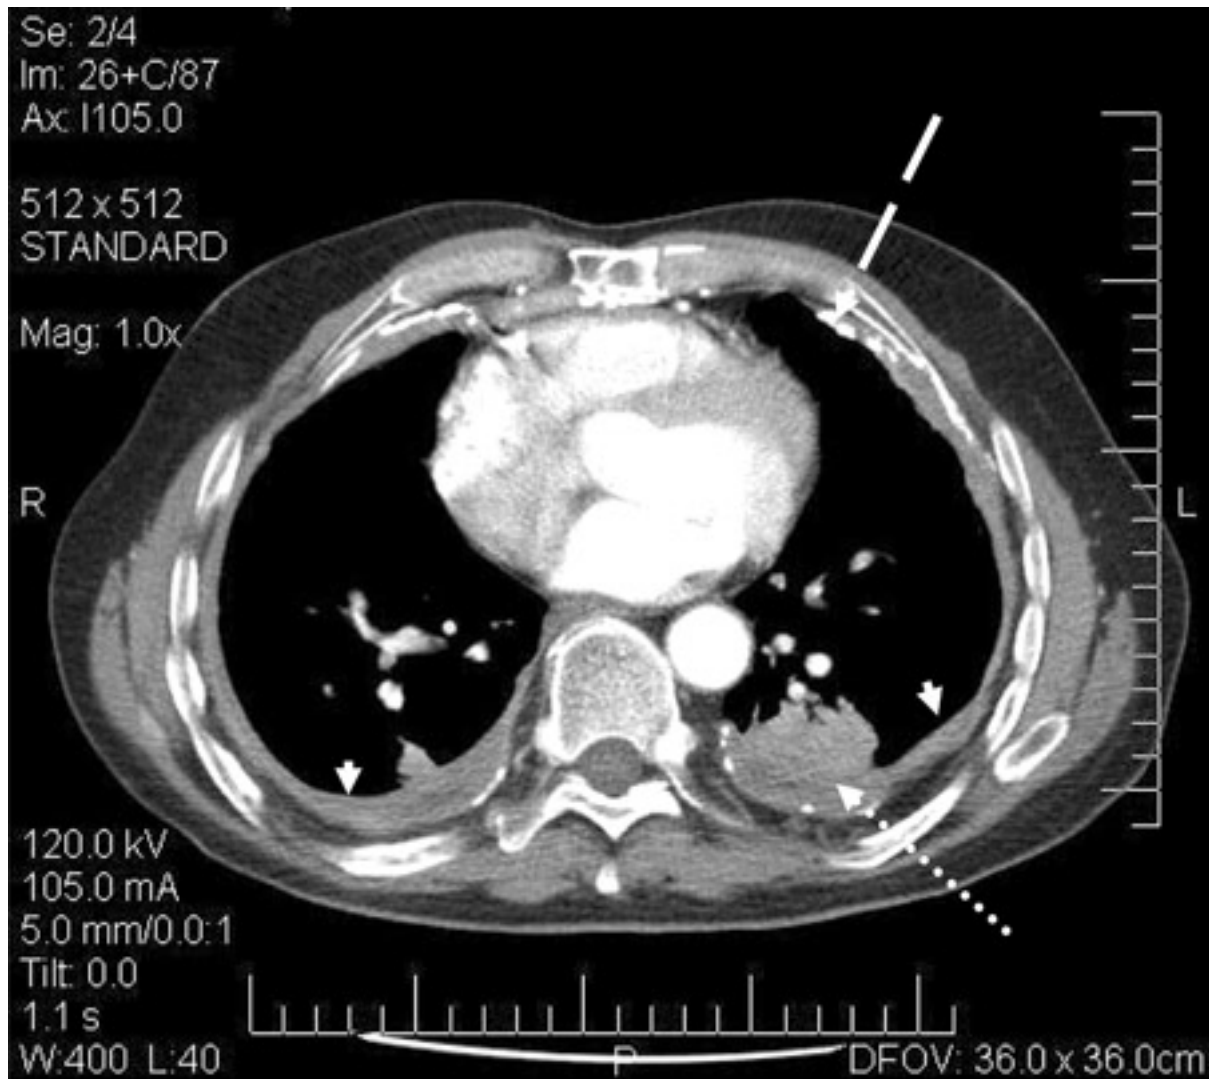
Tomografia computadorizada (TC) confirmando espessamento simétrico (pontas de setas) com uma placa pleural calcificada (seta quebrada, canto superior direito) e uma área de atelectasia redonda (sinal de Blesovsky; seta pontilhada, canto inferior direito)
